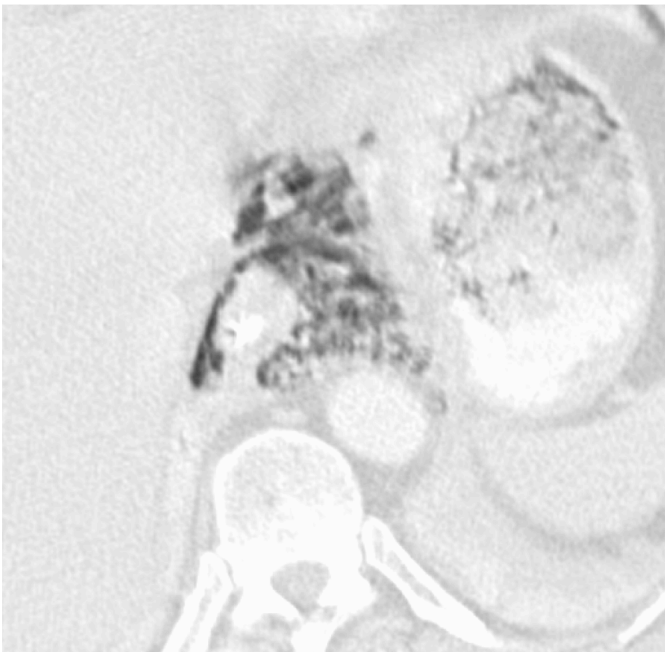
Oesophagusruptur. CT in axialer Schnittbildführung, Lungenfenster. Quelle: [20].
